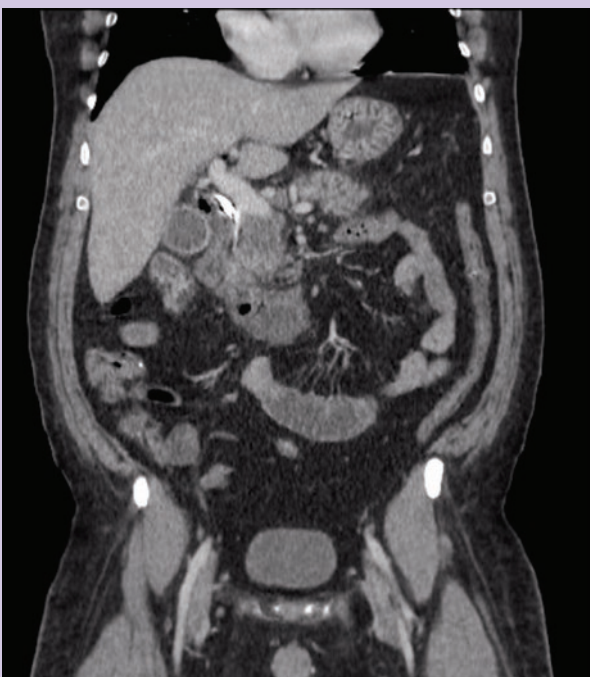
TC de abdome corte transversal evidenciado redução do volume do pneumoretroperitônio sem sinais de complicação.
